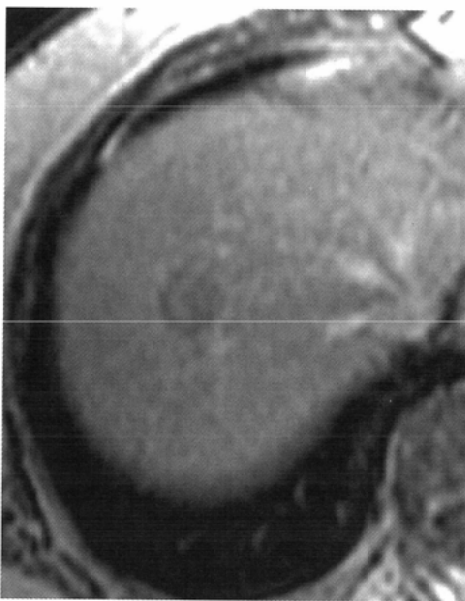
多血性肝細胞癌の低および高空間分解能造影MRI平衡相像。腫瘍の辺縁(曲矢)および末梢門脈枝(矢印)の描出は低空間分解能像(256 × 128) (A)に比べ、高空間分解能像(512 × 224) (B)において優れている。(AJR<sup>®</sup>より許可を得て転載)
